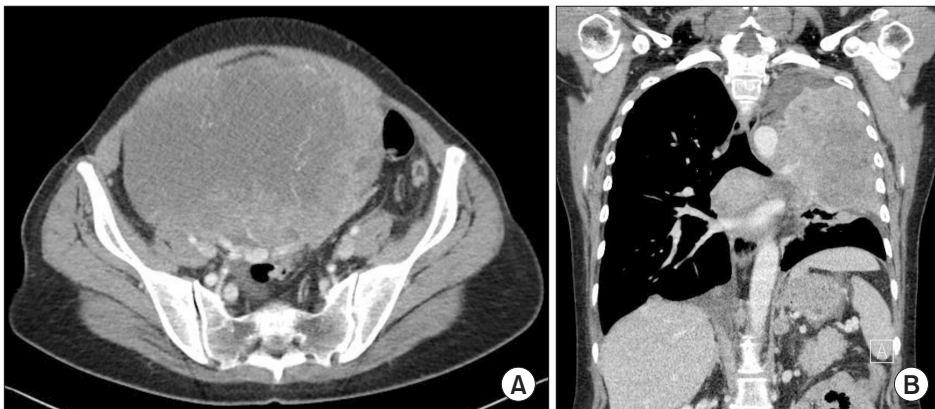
Images taken after 2 cycles of gemcitabine with carboplatin chemotherapy. (A) Abdomen and pelvis computed tomography (CT) reveals increasing the size of left ovarian mass (20×14.5 cm). (B) Chest CT reveals increasing the size of left upper lung mass (12×8.2 cm).
